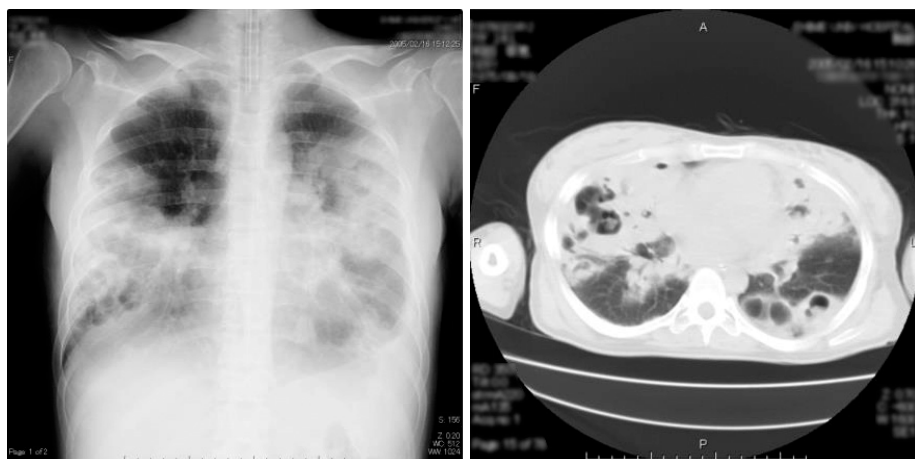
重症肺炎膿症を併発した 1 型糖尿病症例の胸部エックス線（左）/CT 写真（右）
